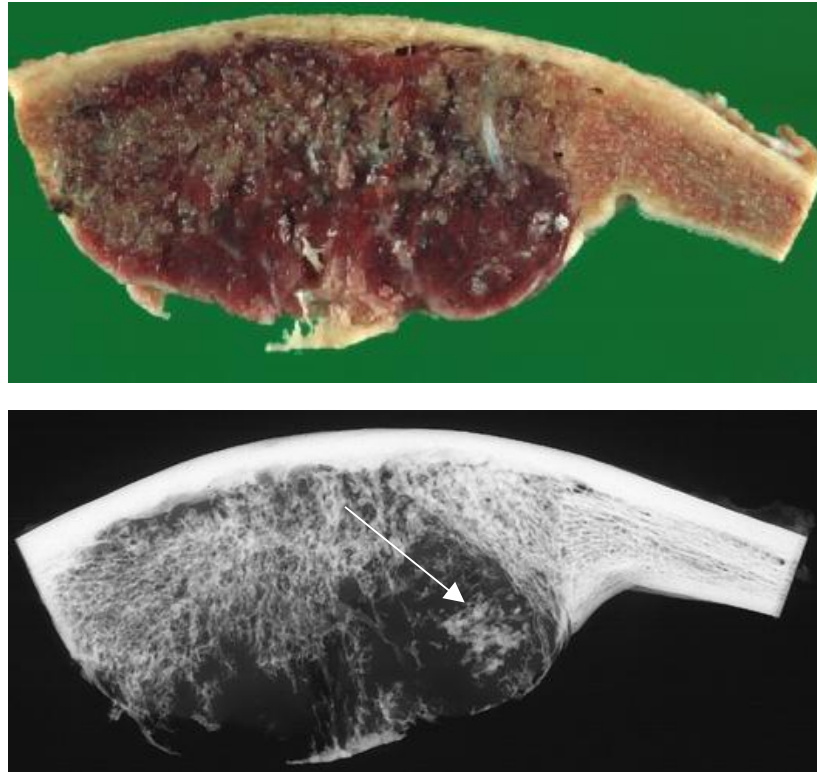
kavernoöses Hämangiom (M.-Nr.: 2002/0373, oben: Makrophotographie, unten: Kontaktradiographie)
